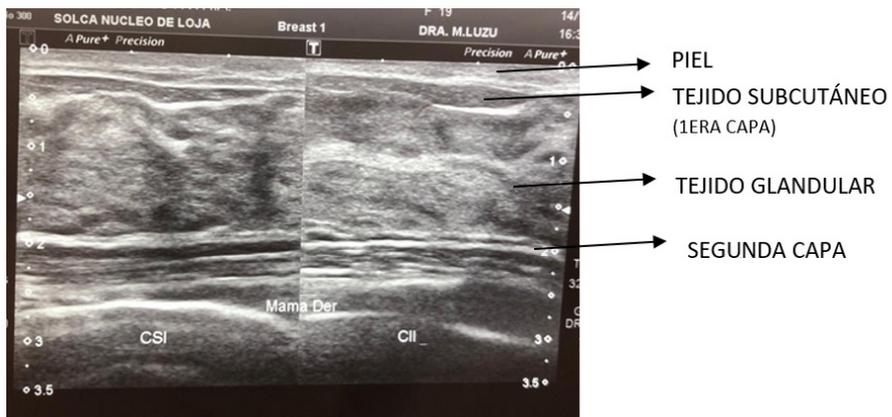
Ultrasonido Mamario.
